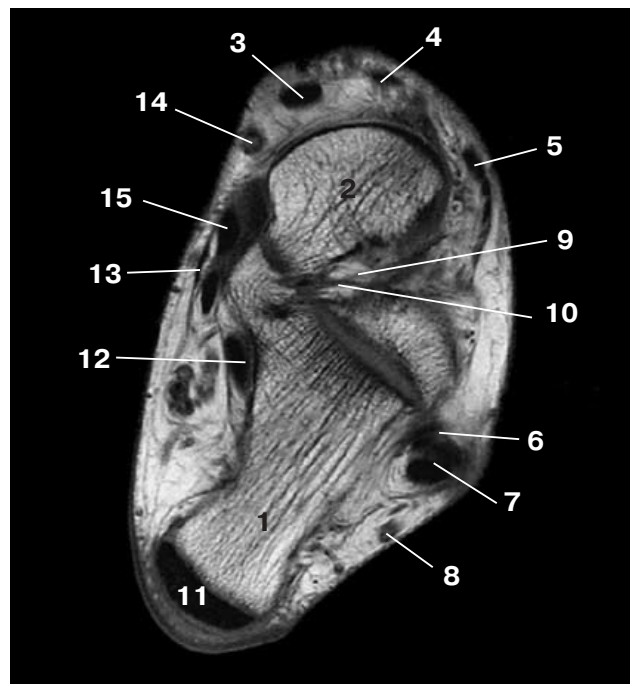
Аксиальная T1-взвешенная МР-томограмма на уровне подтаранного сустава и пазухи предплюсны правой конечности. 1 – пяточная кость, 2 – таранная кость, 3 – tendo m. tibialis anterior, 4 – tendo m. extensor hallucis longus, 5 – tendo m. extensor digitorum longus, 6 – tendo m. peroneus brevis, 7 – tendo m. peroneus longus, 8 – n. suralis, 9 – пазуха предплюсны (sinus tarsi), 10 – таранно-пяточная связка (lig. talocalcaneum interosseum), 11 – ахиллово сухожилие, 12 – m. flexor hallucis longus, 13 – retinaculum extensorum inferius, 14 – v. saphena magna, 15 – tendo m. tibialis posterior.
